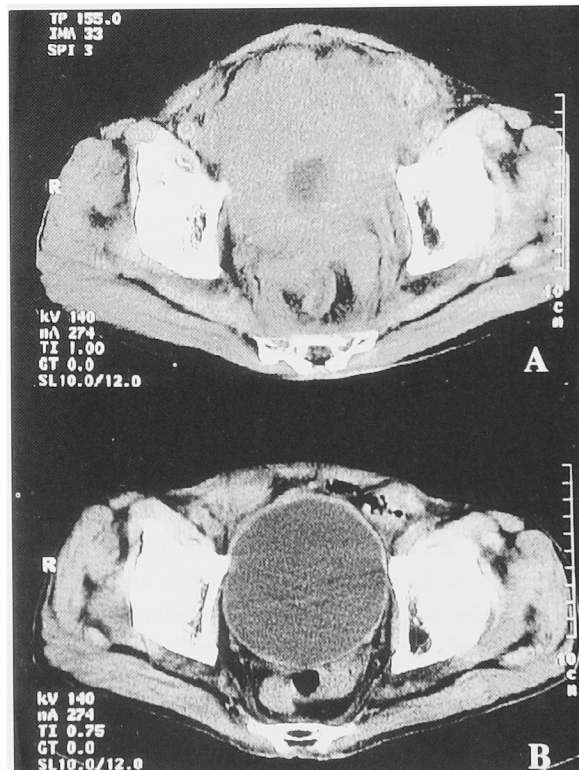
A: Pelvic CT scan shows a rapid progression of the bladder tumor to 12.0×11.0 cm in size for 20 days. B: Pelvic CT scan shows complete remission of bladder tumor by combination therapy of systemic administration of cisplatin and external pelvic radiation.
